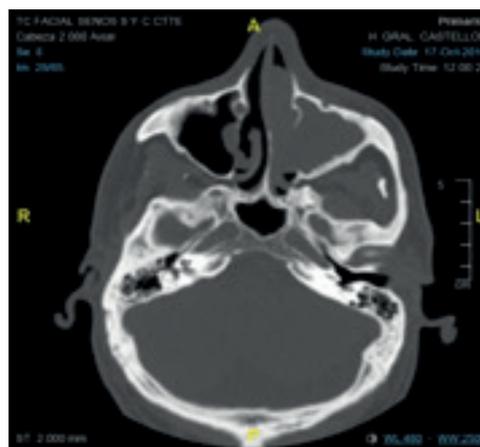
Tomografía computarizada facial y de senos nasales: corte axial con ocupación de material con densidad de partes blandas del seno maxilar izquierdo y la fosa nasal izquierda que desplaza el tabique nasal por una masa de partes blandas.
